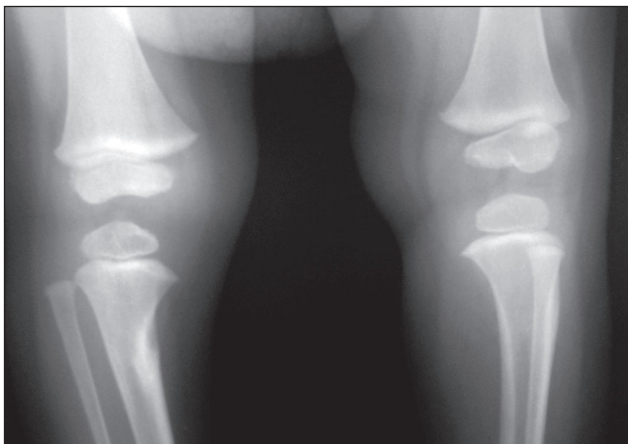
Рентгенограма хворого П. Асиметрія висоти епіфіза стегнової кістки (зниження її у внутрішньому відділі)
